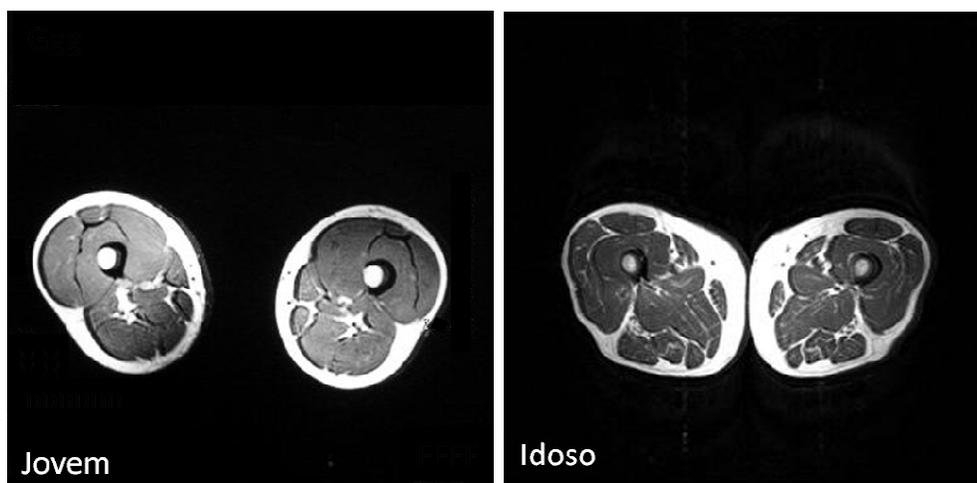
Corte transversal da região da coxa de um indivíduo jovem e idoso (ressonância magnética). Músculo (cinza escuro) e gordura (branco).
